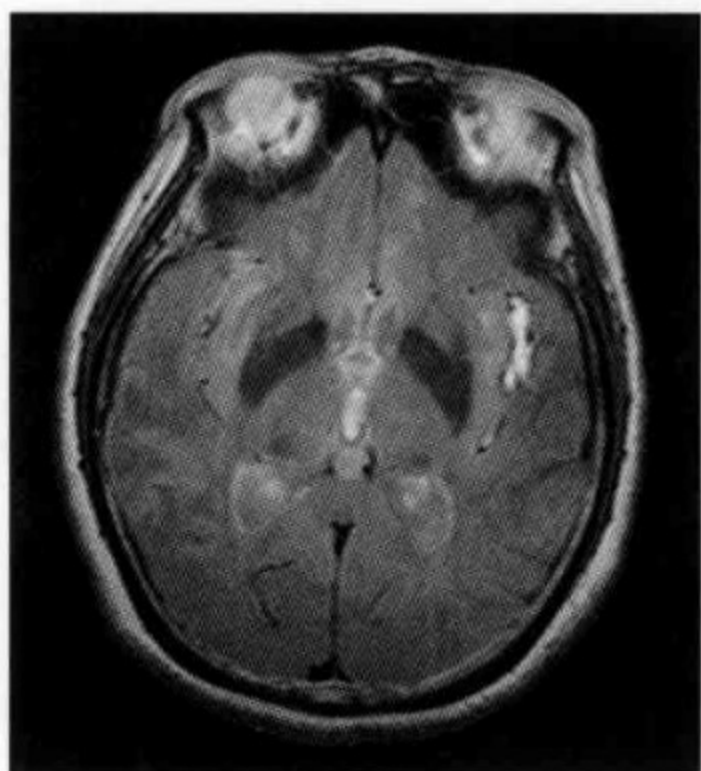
左侧裂池慢性期出血,FLAIR 图像上显示清晰
